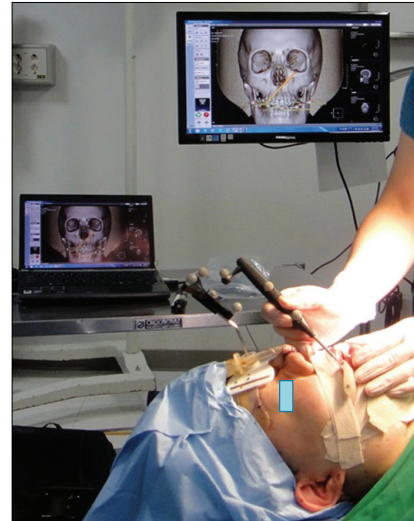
Registration Process for mapping between the person and computed tomography image. Aquaplast (Jeonseong, Seoul, Korea) splinting material and mini-screw were used for fixation of head tracker.
